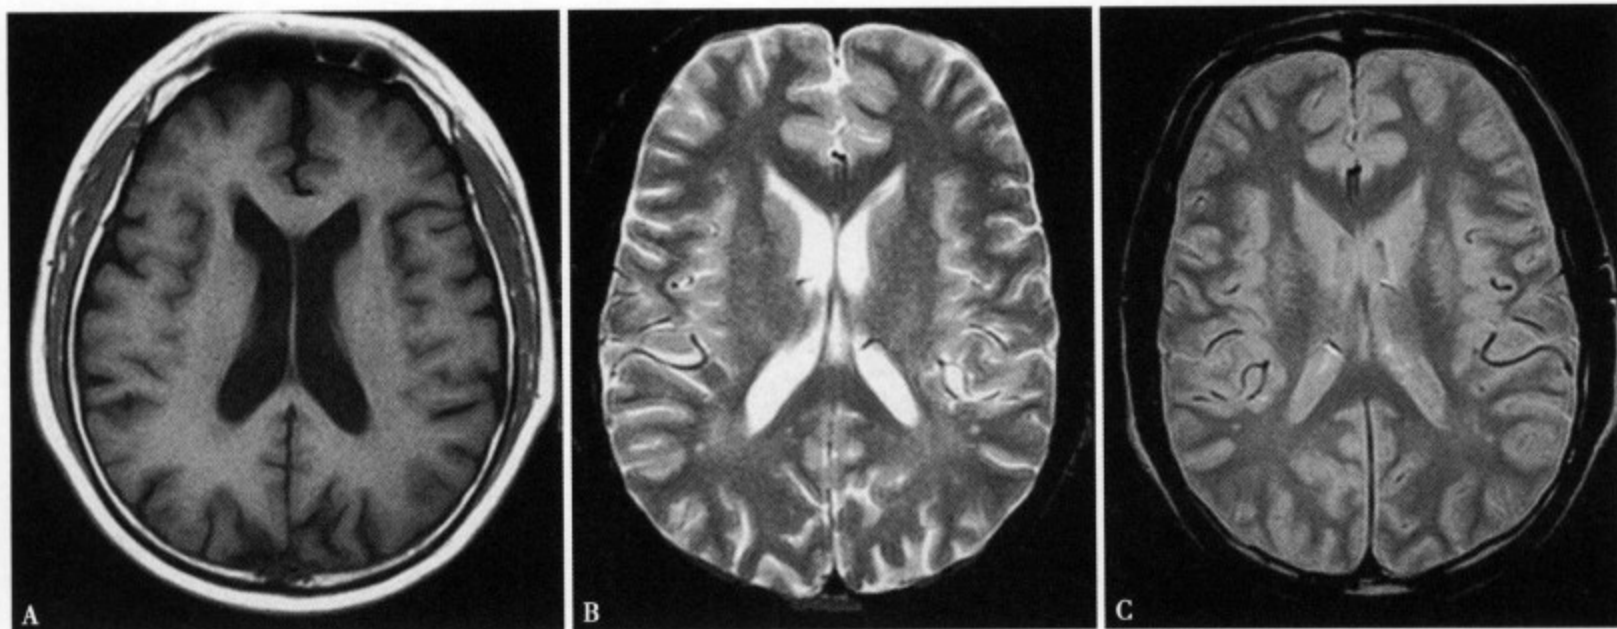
MRI 的不同参数成像 (A) T_1 加权像、(B) T_2 加权像和 (C) 质子密度加权像
